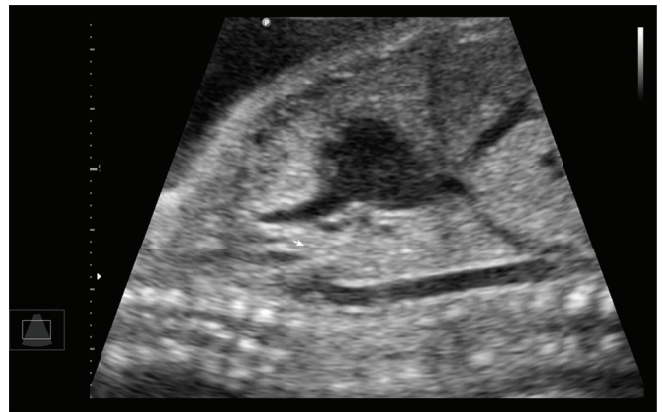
Ecocardiografía fetal, donde se observa: Arco aórtico interrumpido.
